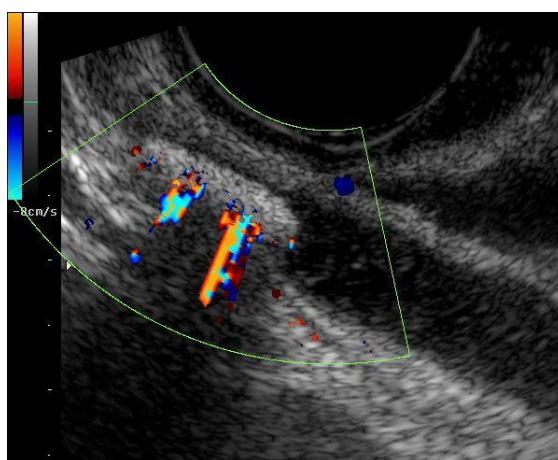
ТВУЗИ. Крупный обтурирующий конкремент околопузырного отдела правого мочеточника на фоне гидроуретера справа. «Мерцающий» артефакт
